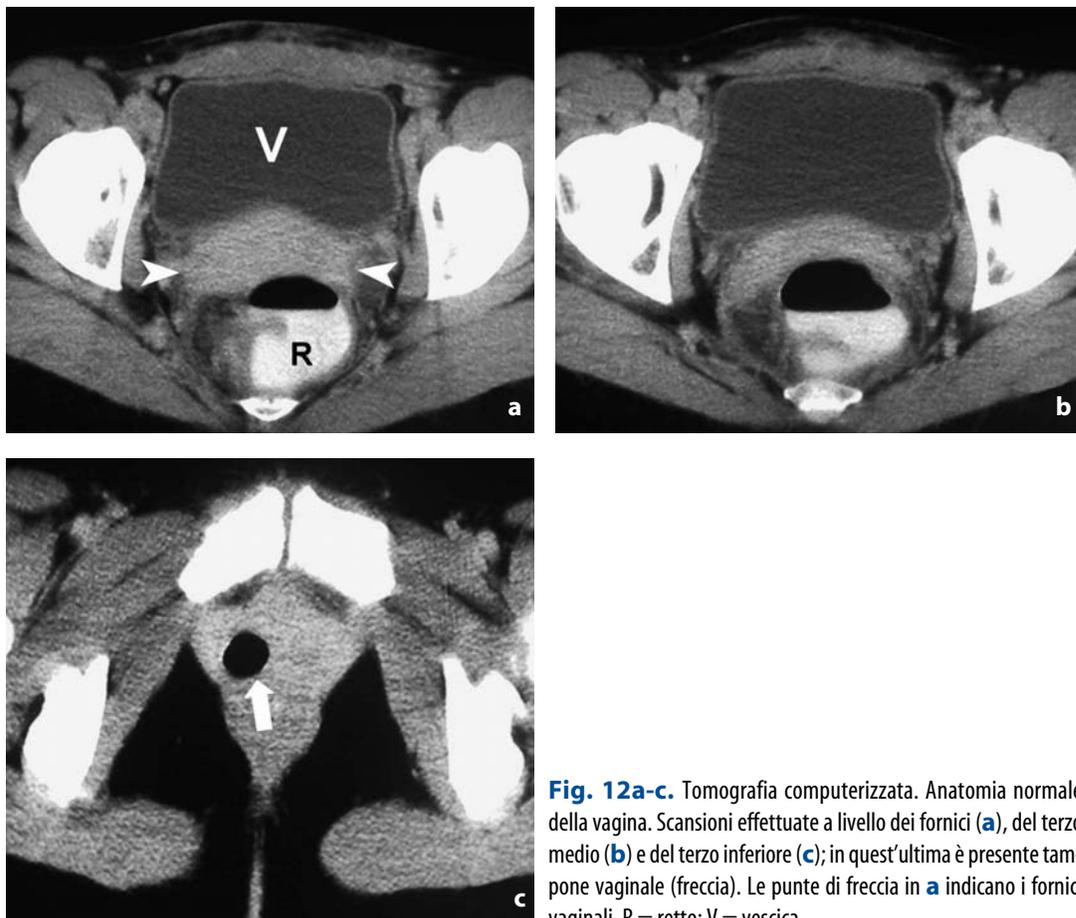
Tomografia computerizzata. Anatomia normale della vagina. Scansioni effettuate a livello dei fornici (a), del terzo medio (b) e del terzo inferiore (c); in quest'ultima è presente tampone vaginale (freccia). Le punte di freccia in a indicano i fornici vaginali. R = retto; V = vescica
